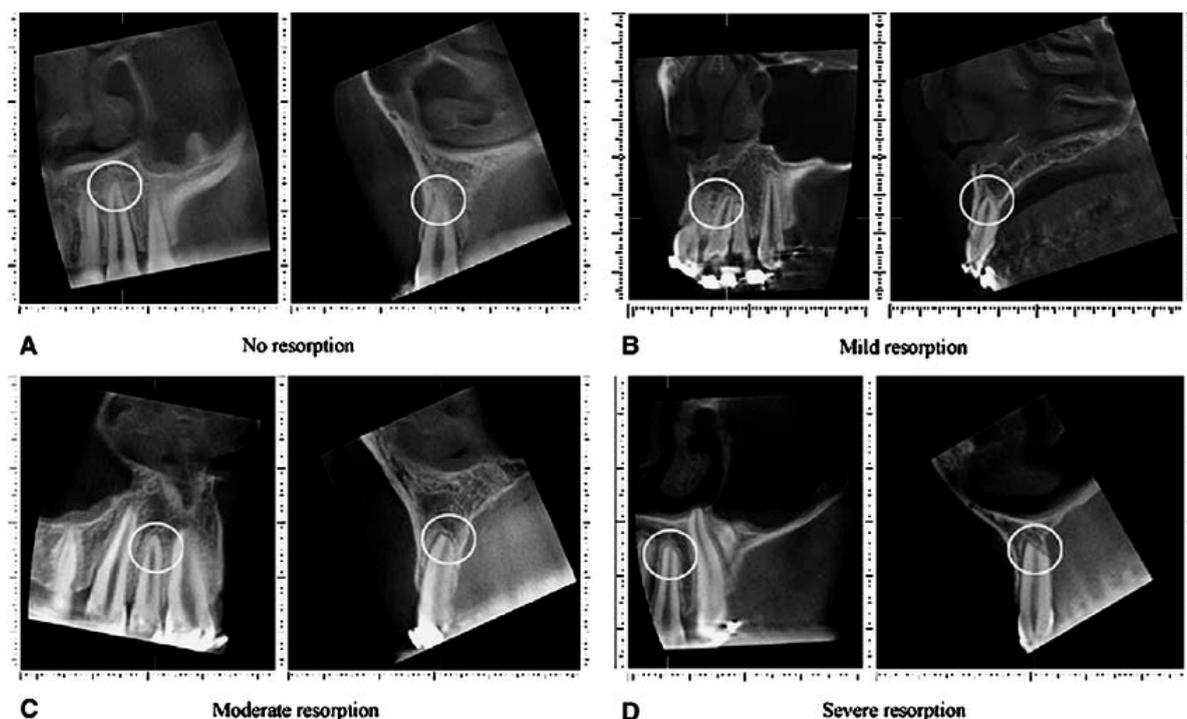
Radiografias de TCFC com diferente severidade das reabsorções radiculares
